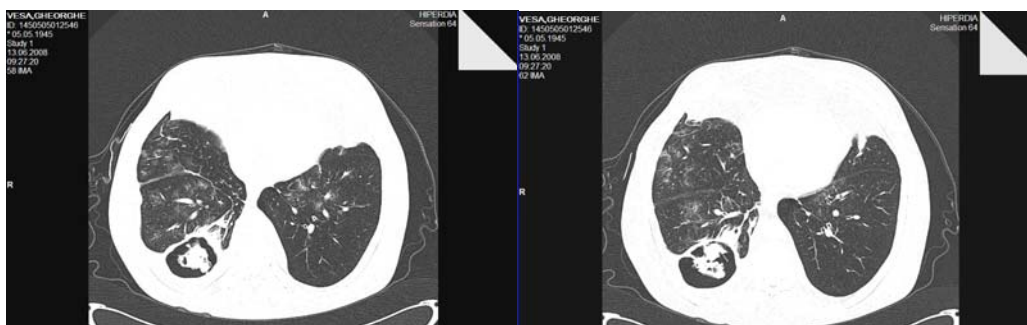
CT torace: Excavație largă centrală lob inferior drept.
